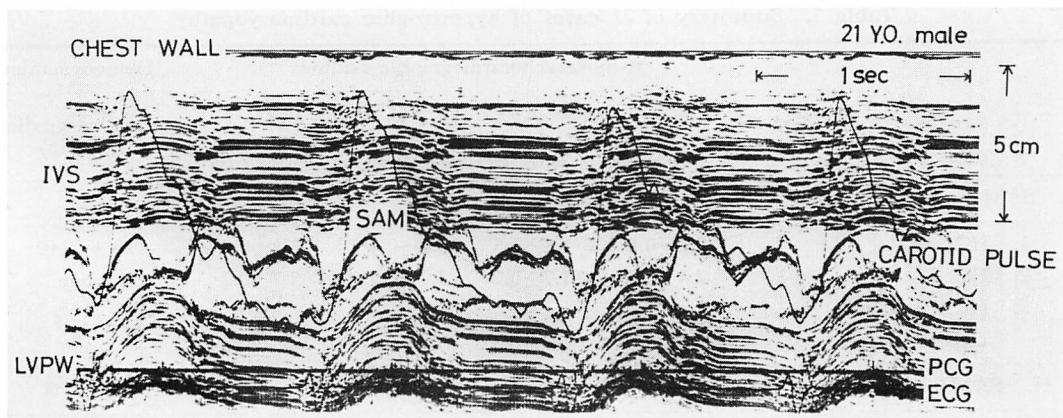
An M-mode echocardiogram from a case of HOCM.
